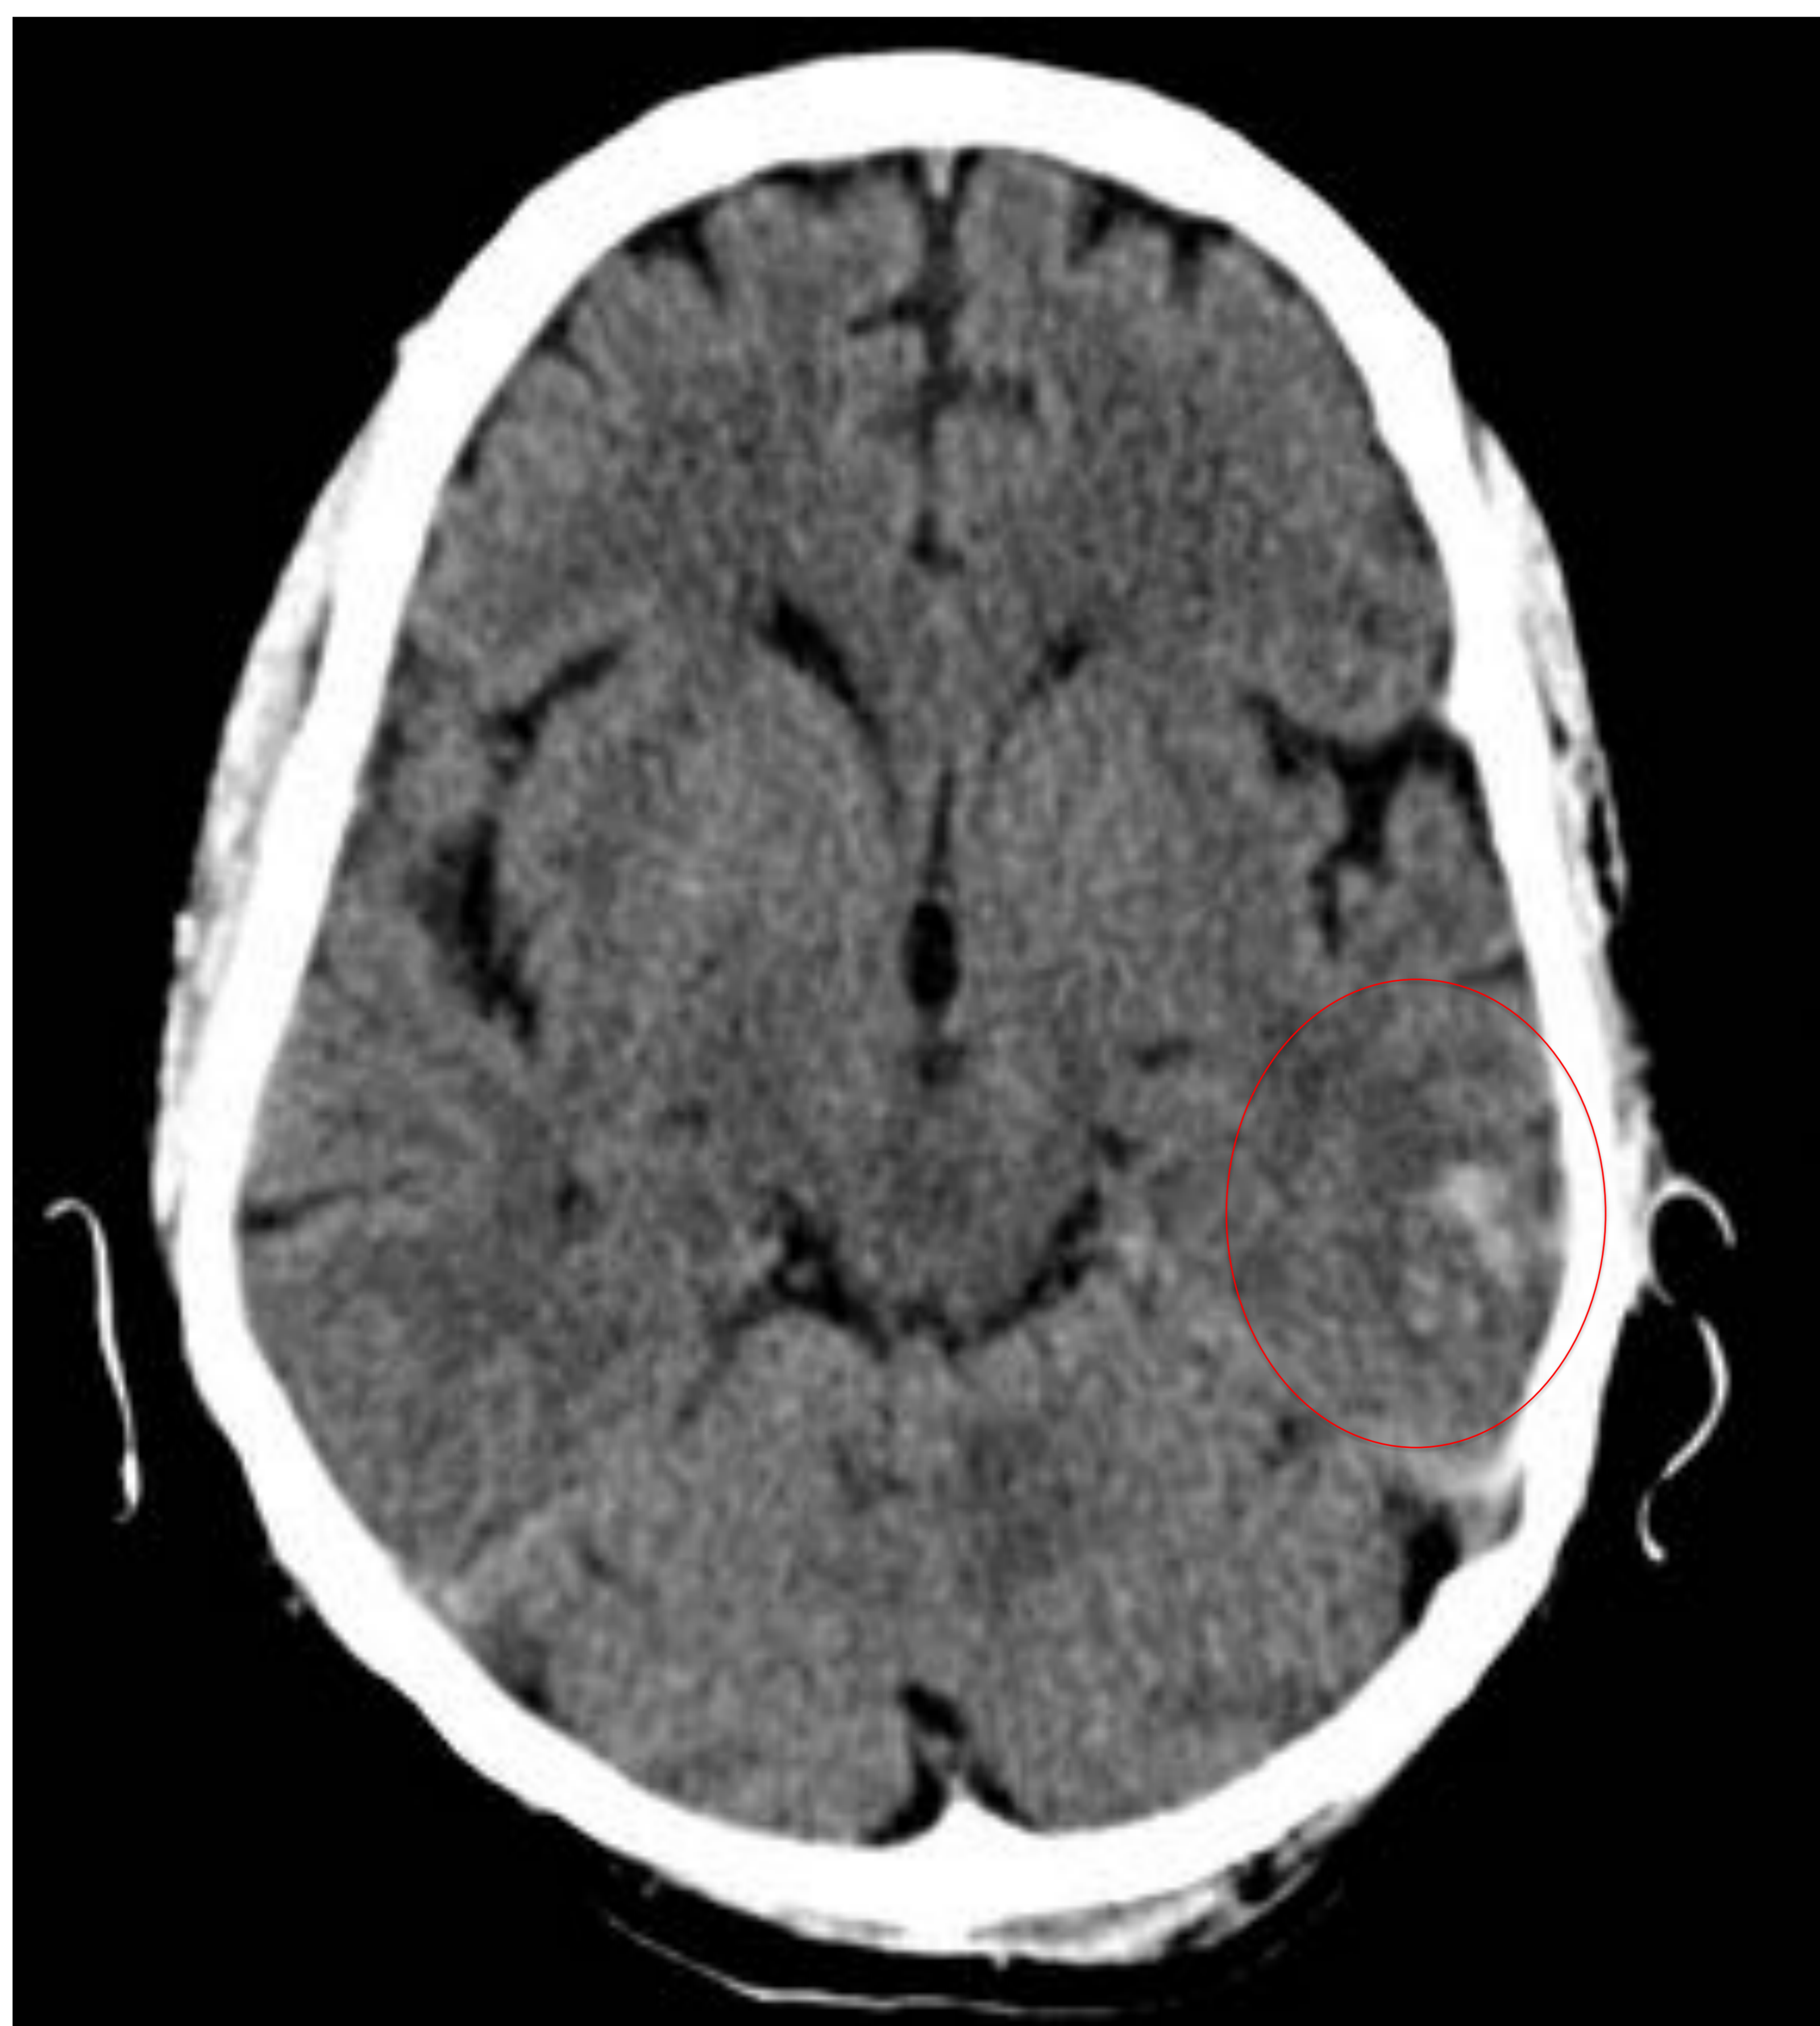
Fig 11a (izq): TC craneal sin contraste, corte axial. Ejemplo de TCE leve con múltiples focos contusivos hemorrágicos pequeños (círculo) en el lóbulo temporal izquierdo. Fig 11b (dcha): Este paciente asocia en el lado contralateral un hematoma subdural en el polo anterior temporal derecho (círculo). Paciente del grupo A: toma de AG (AAS).
